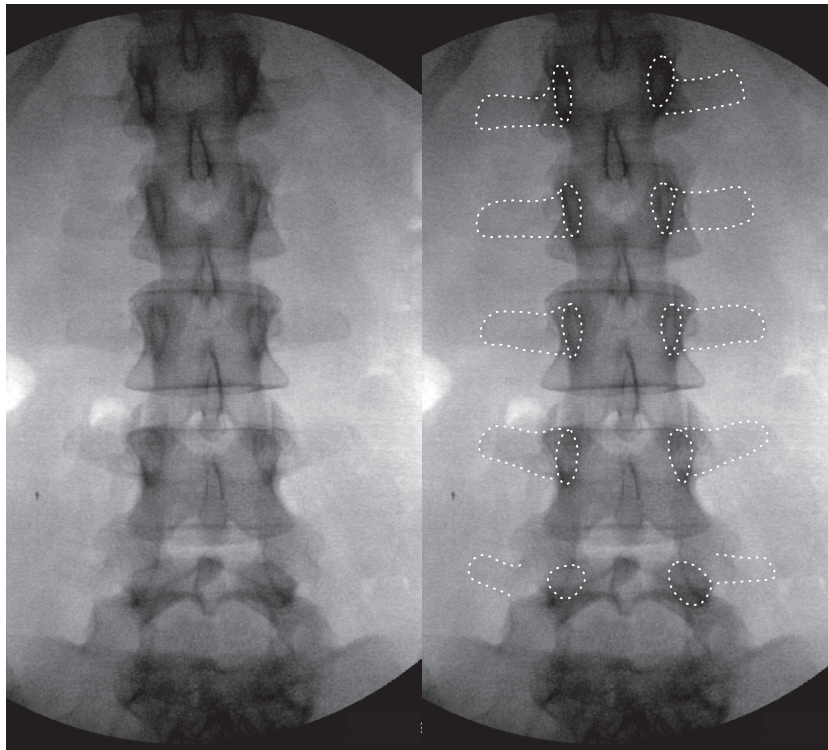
Paire de radiographies antéro-postérieures du rachis lombal. Les contours des pédicules et des processus transverses ont été tracés à droite.
